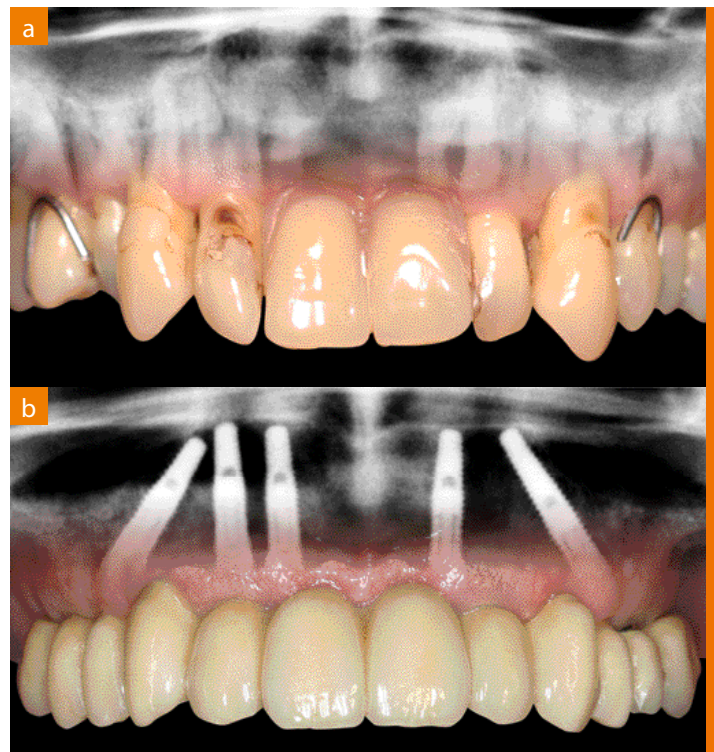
Sofortiger Ersatz der nicht erhaltungswürdigen Oberkieferbe-zahnung (a) mittels festsitzender „All-on-5“-Implantatbrücke (b): Überblendung von Panorama-Röntgen und klinischem Bild.
